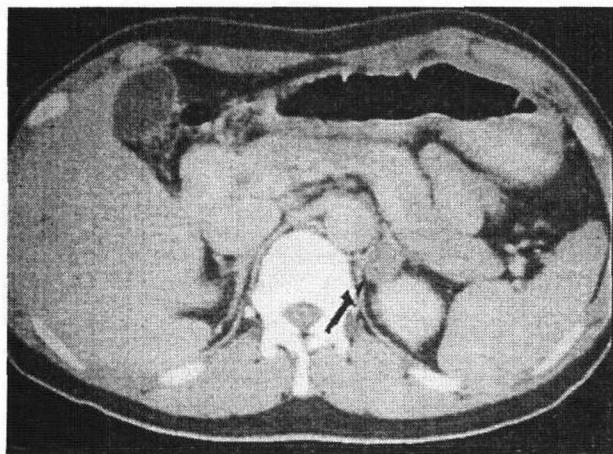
Abdominal CT demonstrates 1.5cm sized round, homogenous and well demarcated mass on the left adrenal gland.
